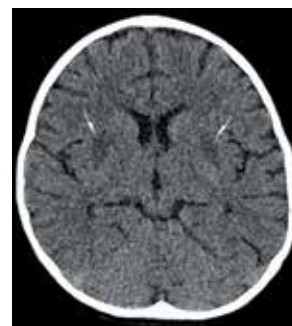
Снимок головного мозга пациентки А., полученный методом мультиспиральной компьютерной томографии, аксиальная проекция. Снижение плотности базальных ядер с обеих сторон отмечено стрелками
